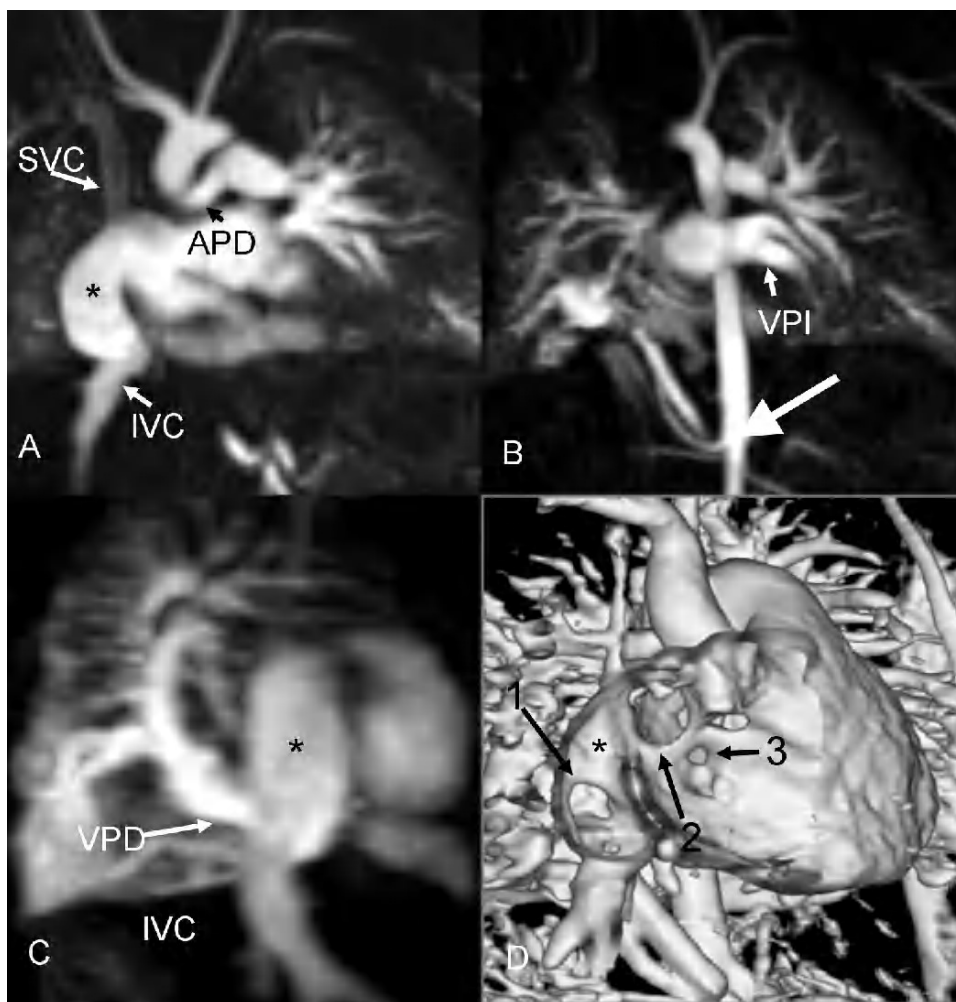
Niño de 3 meses de vida con comunicación interauricular. La ecocardiografía preoperatoria mostró drenaje venoso anómalo pulmonar y morfología auricular inusual. (A) Reconstrucción coronal que muestra una cámara lateral separada de la propia aurícula derecha (*). Esta cámara recibe por arriba la vena cava superior (SVC) y por abajo la cava inferior (IVC) y, además, comunica por encima con la aurícula derecha. La arteria pulmonar derecha (APD) es más pequeña que la izquierda. (B) Reconstrucción coronal que muestra el retorno venoso normal de las venas pulmonares izquierdas (VPI) a la aurícula izquierda. Se observa aporte arterial, con origen en aorta abdominal, al pulmón basal derecho, indicando la presencia de secuestro pulmonar (flecha). (C) Reconstrucción oblicua sagital que muestra el retorno de las venas pulmonares derechas (VPD) a la cara posterior de la cámara lateral de la aurícula derecha (*). (D) Representación de volumen (*volume rendering*) que muestra el sitio de drenaje de las venas pulmonares derechas en la cámara lateral (*) a la aurícula derecha (flecha 1). También se observa una comunicación interauricular tipo seno venoso (flecha 2) y otra comunicación interauricular más pequeña tipo *septum secundum* (flecha 3).
